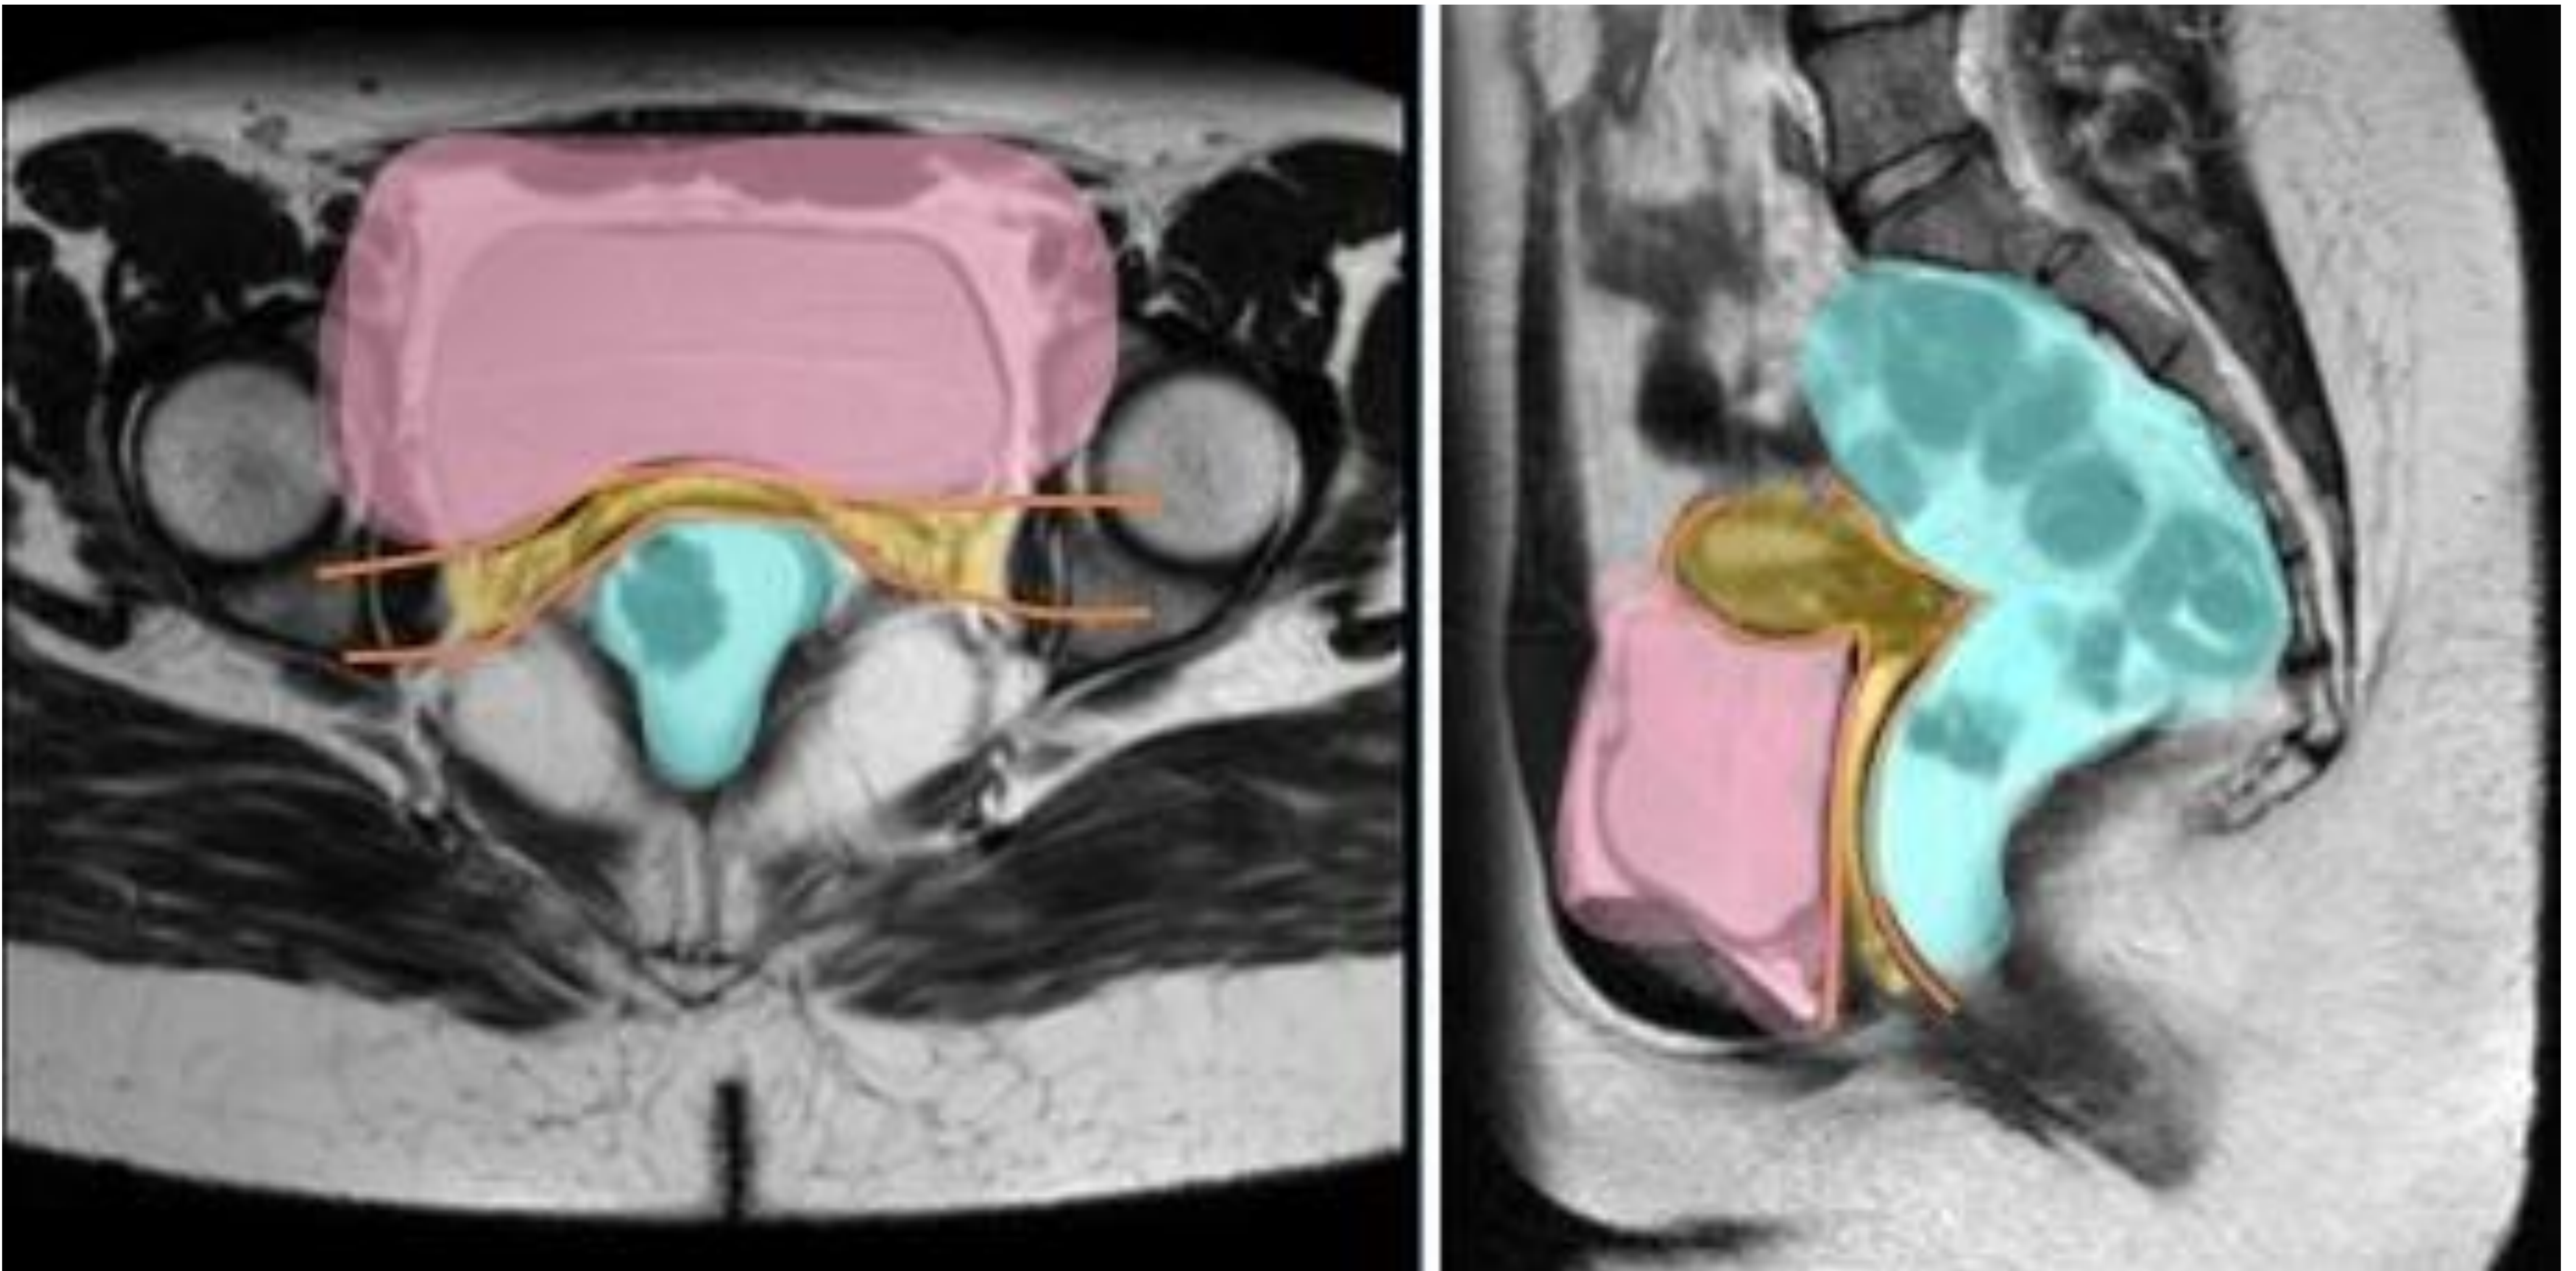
Corte axial (izquierda) y sagital (derecha) de la secuencia T2 de una RM de pelvis. Las líneas naranjas representan los límites entre los distintos compartimentos de la pelvis. En rosa está señalado el compartimento anterior; en amarillo, el medio; y en azul, el posterior.
